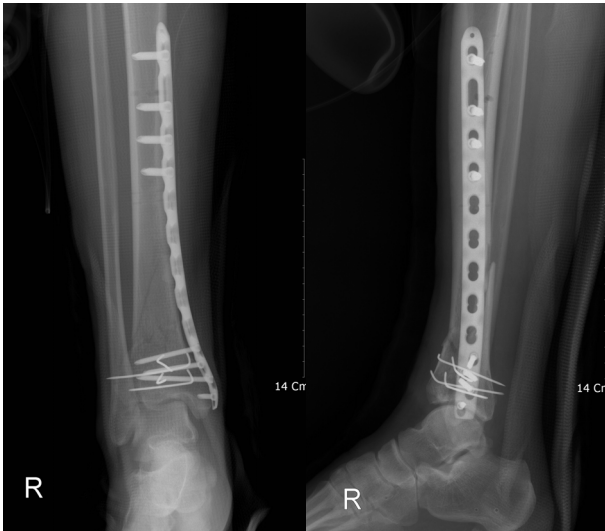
Postoperative AP (A) and lateral (B) radiograph shows 2nd stage MIPO technique.
